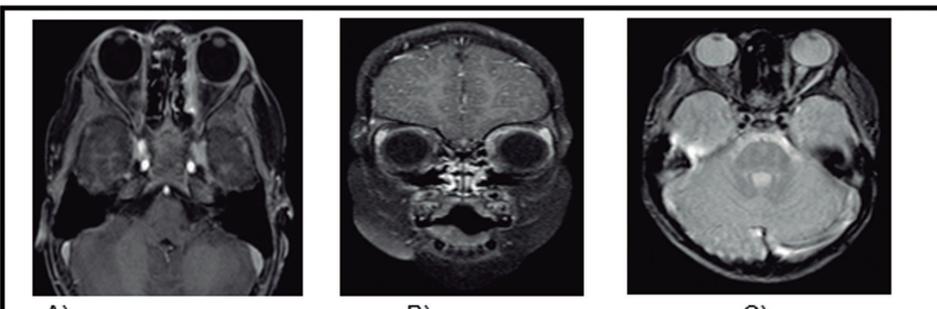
Resonancia Nuclear Magnética (RNM) de encéfalo y órbita de control. A y C cortes axiales y B corte coronal (A y B Secuencia T1 y C secuencia T2). Se observa disminución y control de absceso intraorbitario izquierdo con disminución componente inflamatorio preseptal.
